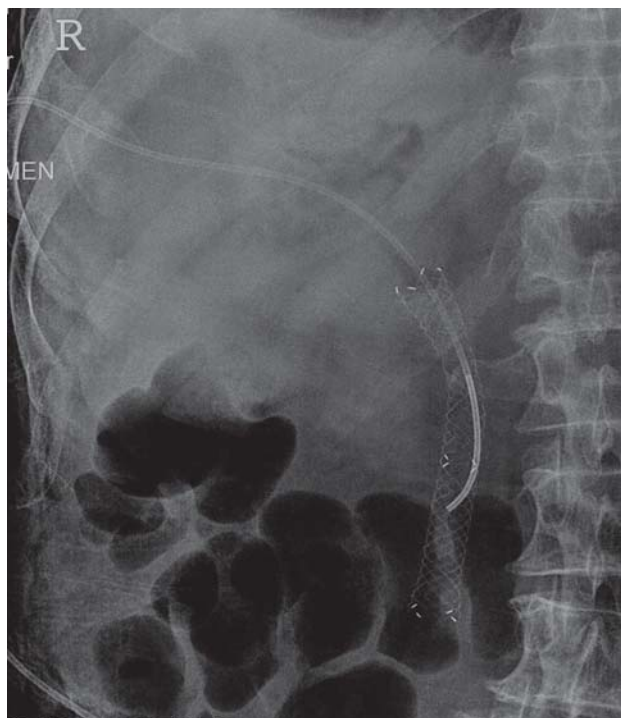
Обзорная рентгенограмма брюшной полости. Металлический стент при дистальном холангиоцеллюлярном раке.
